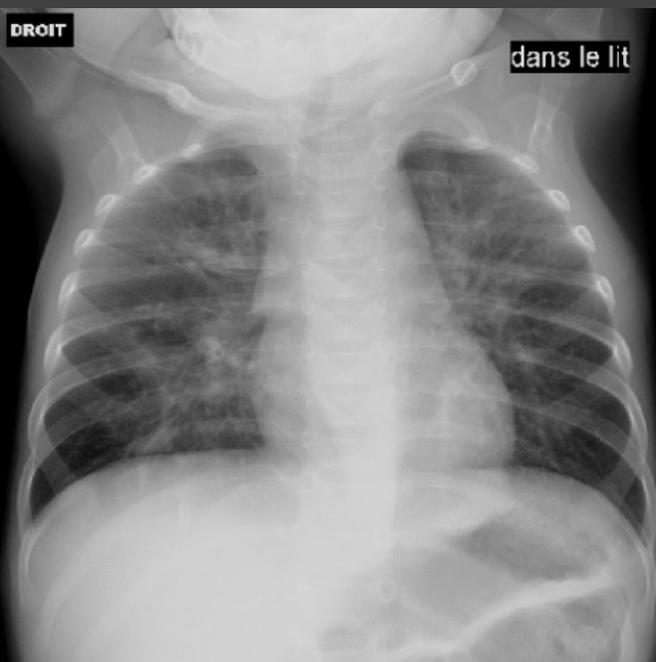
Radiographie pulmonaire d'un nourrisson admis pour bronchiolite aiguë. Distension thoracique diffuse et opacités péribronchiques marquées (Thèse N. Traimond 1986).
